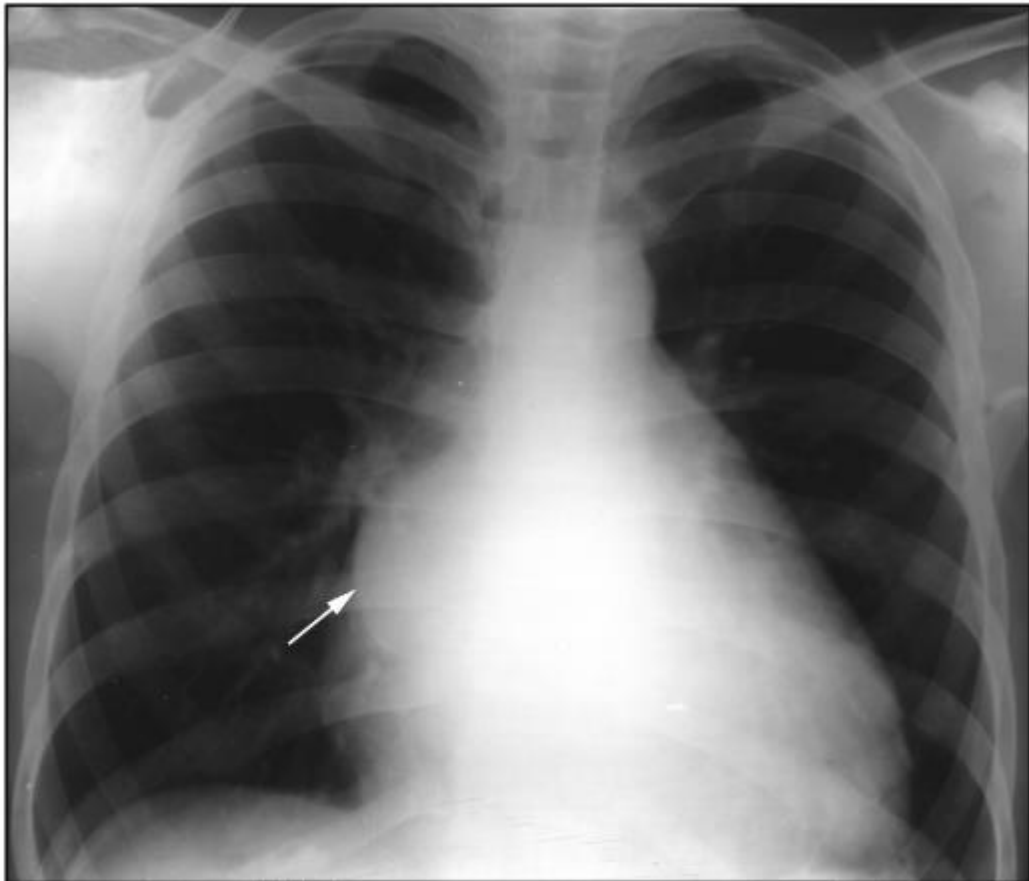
Рентгенограма у прямій проекції. Збільшення лівого передсердя (стрілка)
